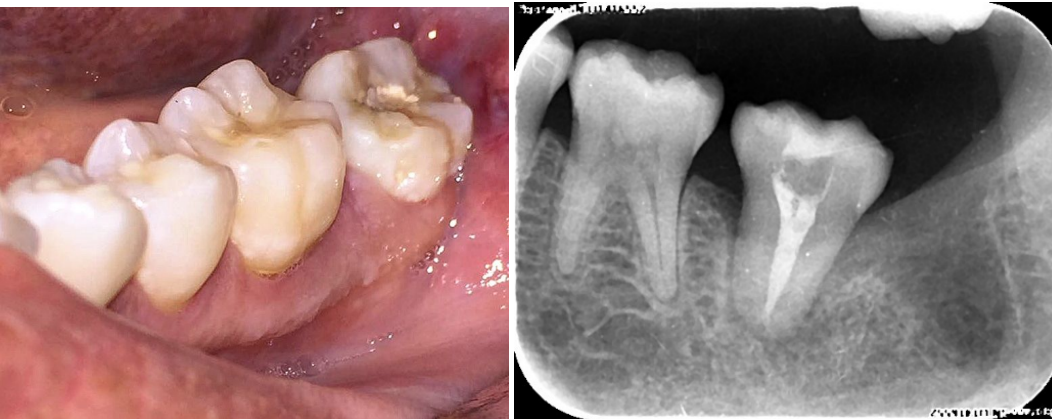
fotografía clínica y radiografía al mes de la cirugía, clínicamente no presenta molestias, los tejidos gingivales se observan cicatrizados y sin inflamación aparente.
